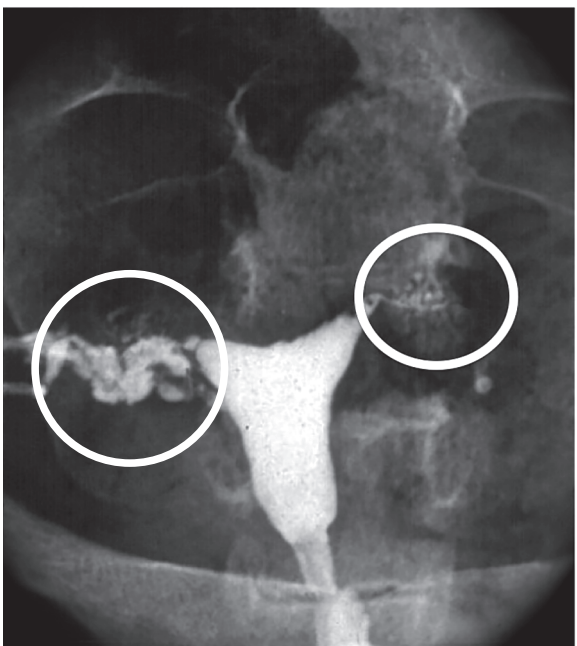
Caso 03 - Paciente com antecedente de gravidez tubária à esquerda. A radiografia mostra múltiplas formações saculares, na porção ístmica cornual de ambas as tubas (contidas no interior do círculo branco). A tuba uterina direita encontra-se totalmente opacificada, com peritonização do meio de contraste (prova de Cotté positiva), enquanto que a tuba esquerda encontra-se totalmente obstruída (Prova de Cotté negativa).
